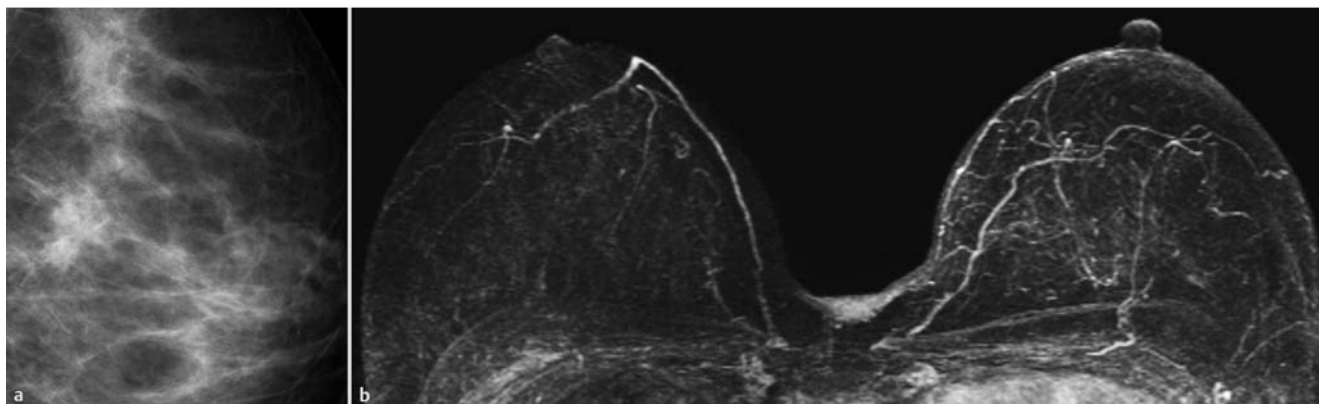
Abklärung eines Herdbefunds. a Mammografisch unklare Läsion in den zentralen Anteilen der linken Mamma. Tubuskompression ohne weitere Klärung. Sonografie unauffällig (jeweils ohne Abbildung). b Mamma-MRT bei hoher Transparenz beidseits ohne auffälligen Befund. Daraufhin Verzicht auf perkutan-biopsische Abklärung. Inzwischen 3-jähriger unauffälliger Verlauf.
